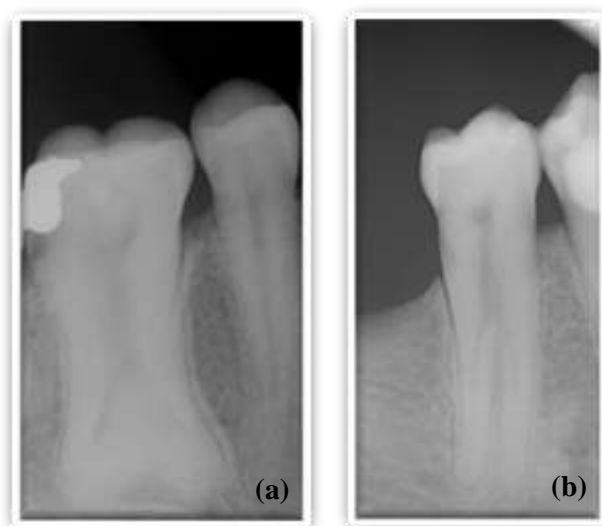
Radiografias periapicais que evidenciam casos de taurodontismo. (a) dente 2.6 Hipertaurodontico (b) dente 4.4 hipertaurodontico.
